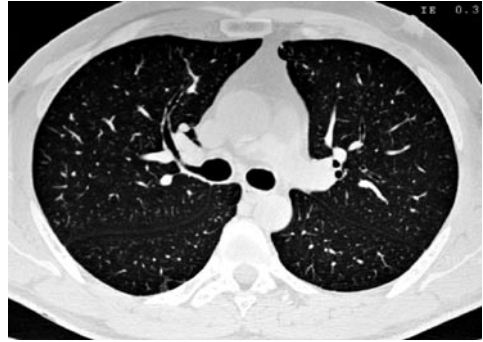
Le immagini eseguite in TAC ad alta risoluzione evidenziano la pala superiore della grande scissura bilateralmente come una banda nastriforme in cui si perde il normale disegno stromale del parenchima producendo un effetto quasi di rifrangenza. Talora può assumere aspetto a binario per un artefatto dovuto alla pulsazione cardiaca.
